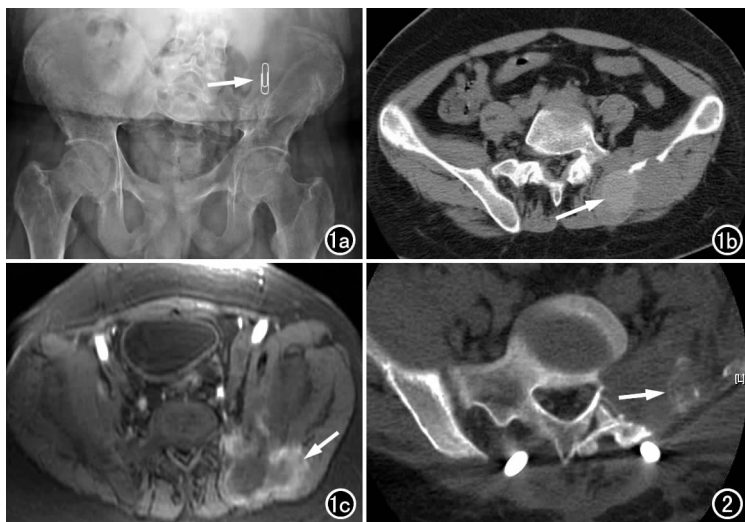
a) X 线片示骨盆骨质疏松并多发骨折, 左髂骨翼骶骨侧溶骨性骨质破坏; b) MSCT 软组织窗示骨质破坏区内见圆形高密度影(箭), 边界清楚, 周围软组织肿胀; c) 增强 MRI 示肿瘤不规则环形强化(箭)。
